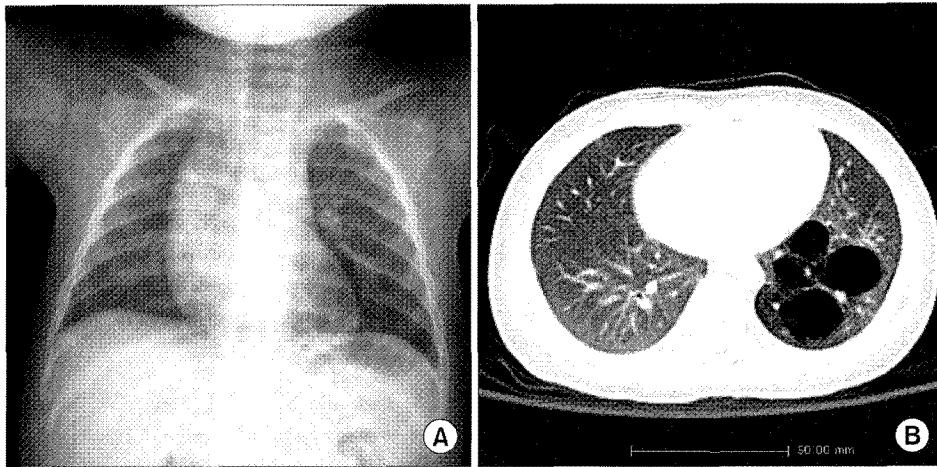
Preoperative chest PA and chest CT show irregular ill defined air densities with radiopacity in retrocardiac portion of LLL (A) and well-defined localized area of variable sized cysts (B).
